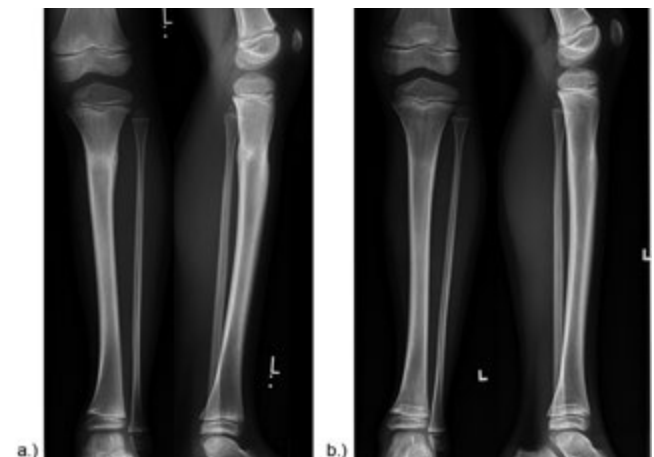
Röntgenaufnahmen des linken Unterschenkels eines sportlich sehr aktiven 7-jährigen Knaben mit belastungsabhängigen Schmerzen an der proximalen Tibia. Abbildung a.) zeigt die Verdickung der Kortikalis und Kallusreaktion proximal am meta-diaphysären Übergang. Abbildung b.) zeigt den radiologischen Verlauf nach einem Jahr nach erfolgter konservativer Therapie.
